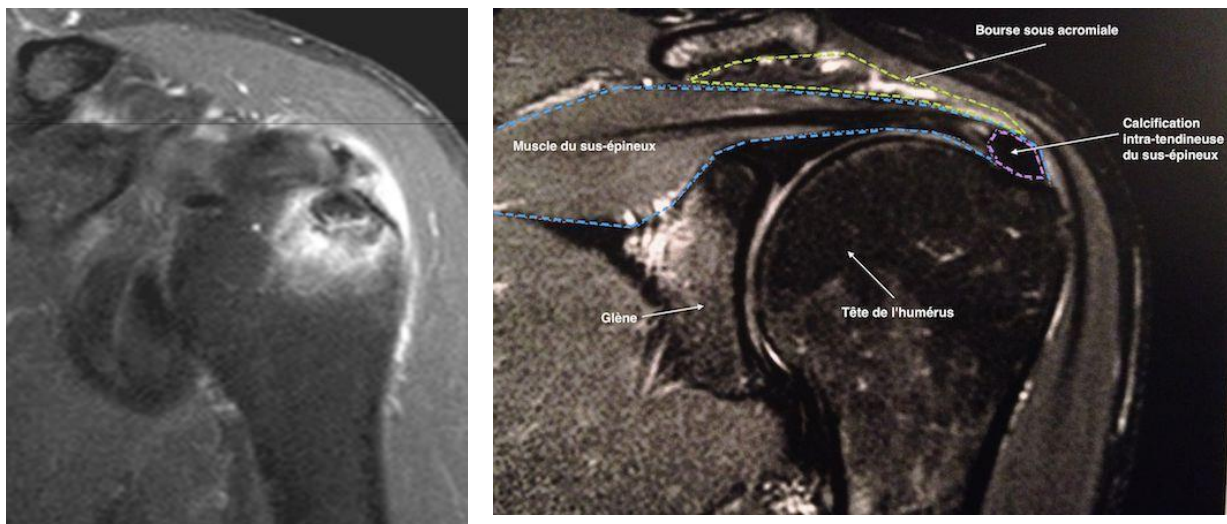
IRM en coupes frontales chez deux patients différents. (a) Tendinopathie calcifiante à la phase aiguë, la calcification se superpose à l'insertion tendineuse du sus-épineux, elle est en asignal cerné d'un hypersignal œdémateux réactionnel. (b) Tendinopathie à la phase chronique montrant l'asignal de la calcification sans œdème péri lésionnel. Notez le siège prédictif de la tendinopathie calcifiante du sus épineux en regard de son insertion.
